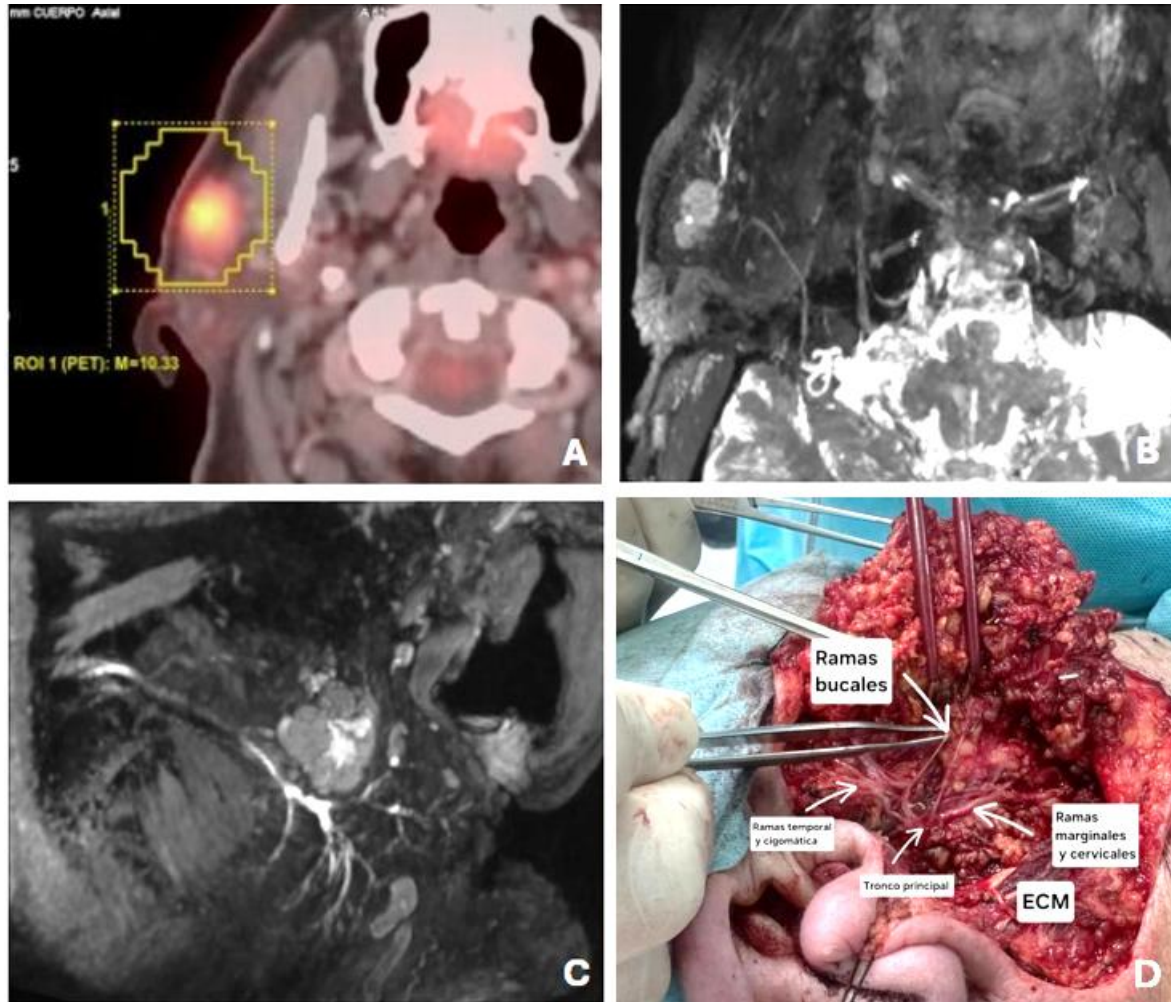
(A) PET–TC que evidencia hipercaptación metabólica en el interior de la lesión.
